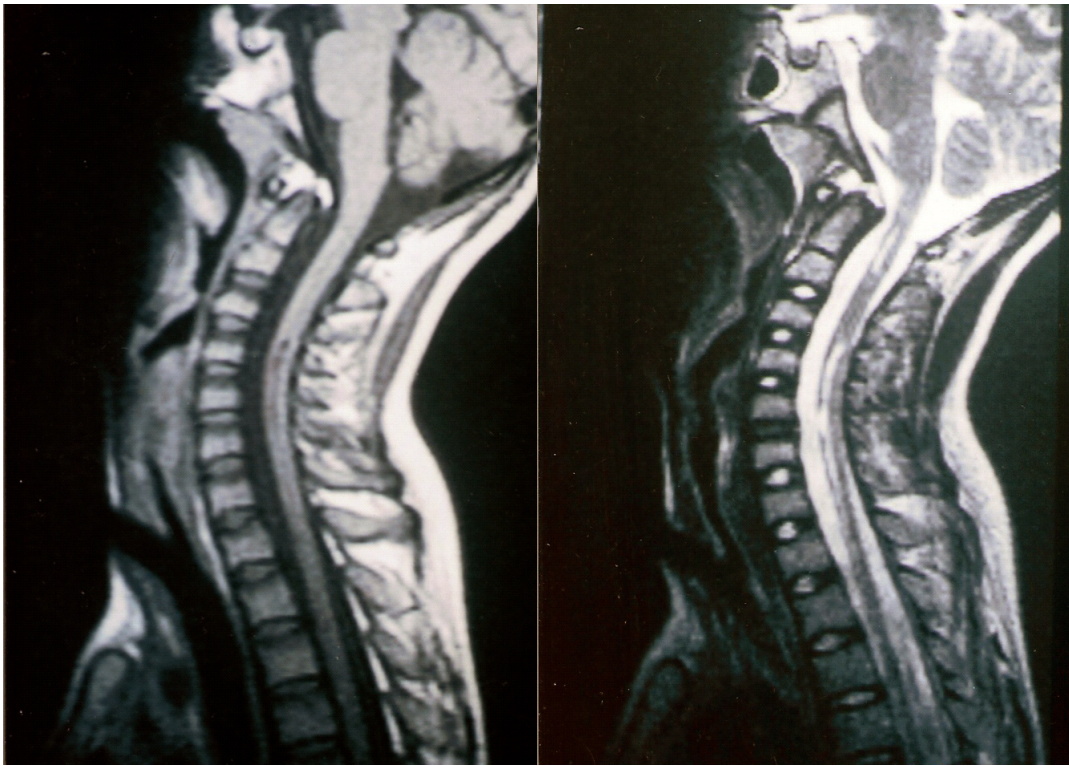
Resonancia magnética del paciente 7 que muestra una lesión medular a nivel C₁ y otra más extensa desde C₃ hasta D₃ con hiposeñal en T₁ (izquierda) e hiperseñal en T₂ (derecha).
